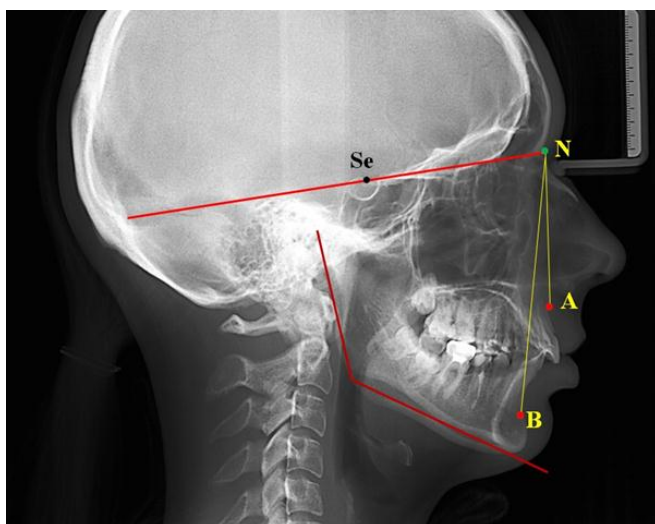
Телерентгенограмма пациентки К., 17 лет, в боковой проекции
